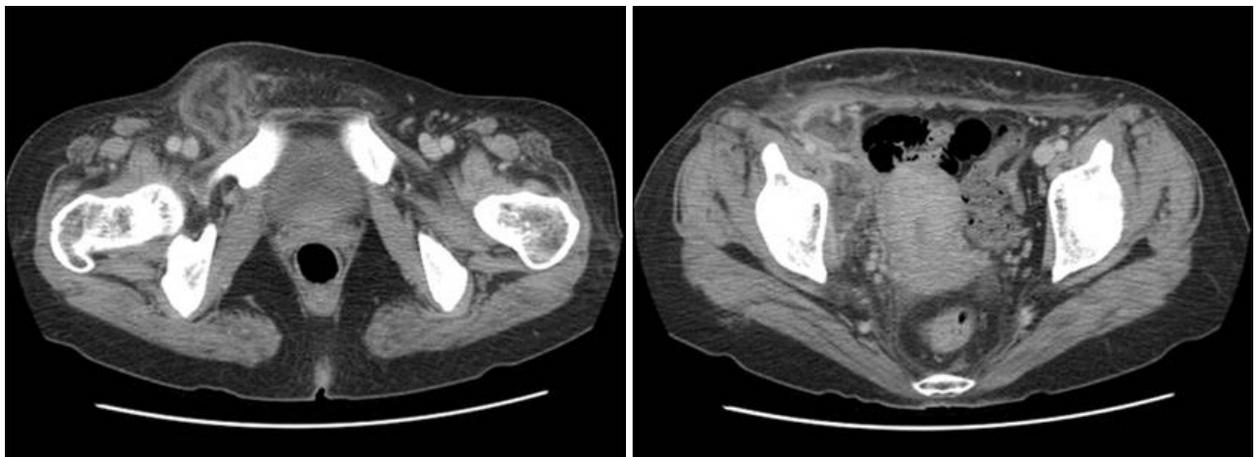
Abdomen CT showed irregular, rim enhanced lesions at right inguinal area and right pelvic extraperitoneal space.
